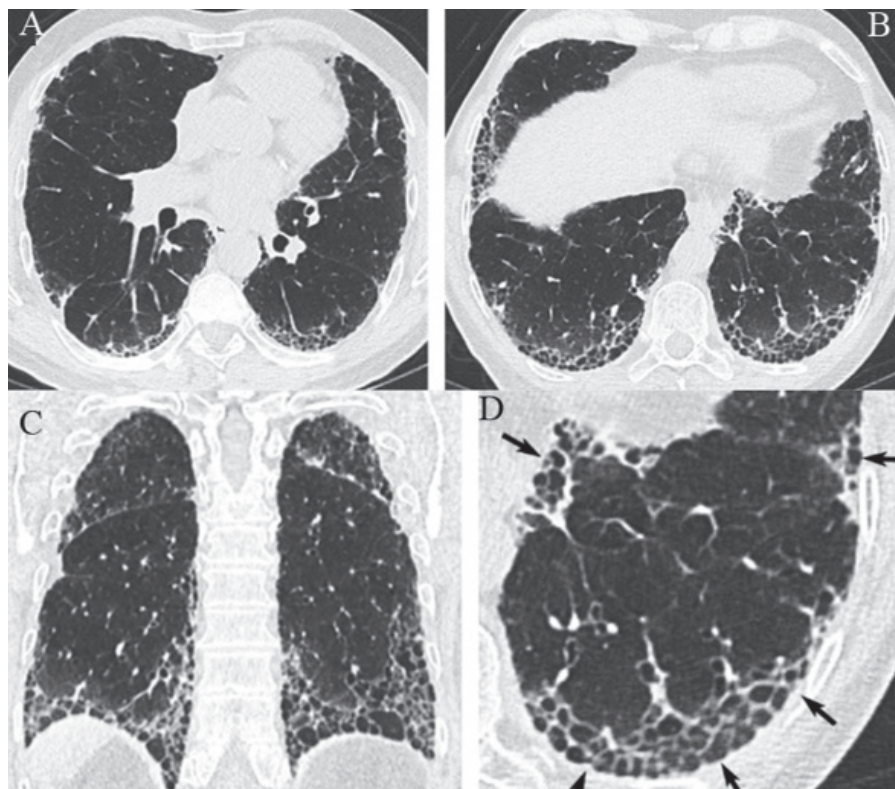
Комп'ютерна томографія високої роздільної здатності (КТВРЗ), що демонструють патерн звичайної інтерстиціальної пневмонії. Поперечні (аксiальні) зрізи КТ (A, B, D), корональна реконструкція (C), що показують наявність стільникових змін з субплевральним і базальним переважанням. Відзначено одночасна присутність м'якого «матового скла» (D) Збільшене зображення лівої нижньої частки, що показує типові характеристики сот, що складаються зі скупчень кістозних повітряних просторів з чітко окресленими стінками і варіабельним діаметром, видимих в одному або декількох шарах (стрілки) [30].
